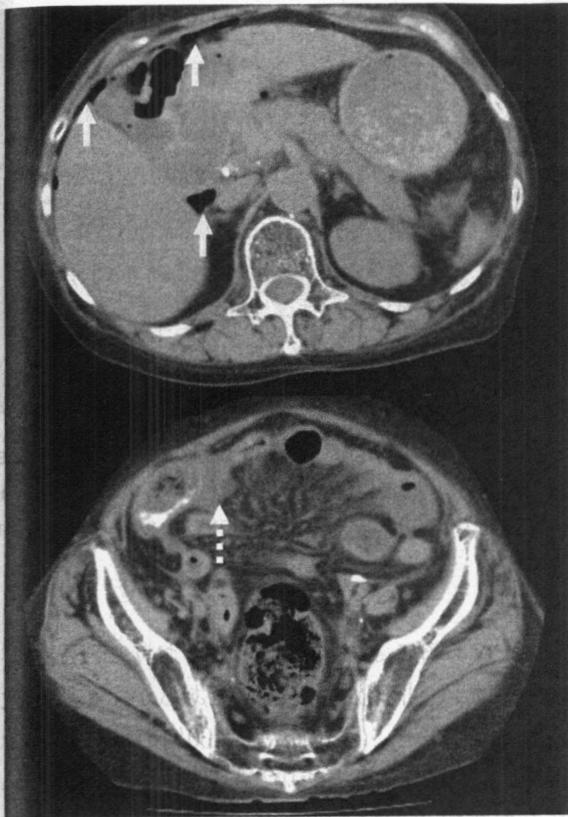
Abdominal CT scan shows free air (white arrow) and ascites (white dotted arrow) at the right lower quadrant of abdomen.
